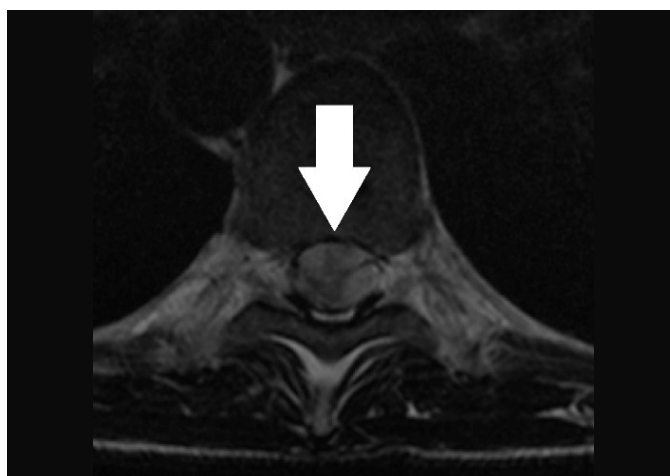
RM no corte axial na sequência ponderada em T1 demonstrando formações císticas no canal central comprimindo medula espinhal que apresenta mielomalácia (setas brancas).
